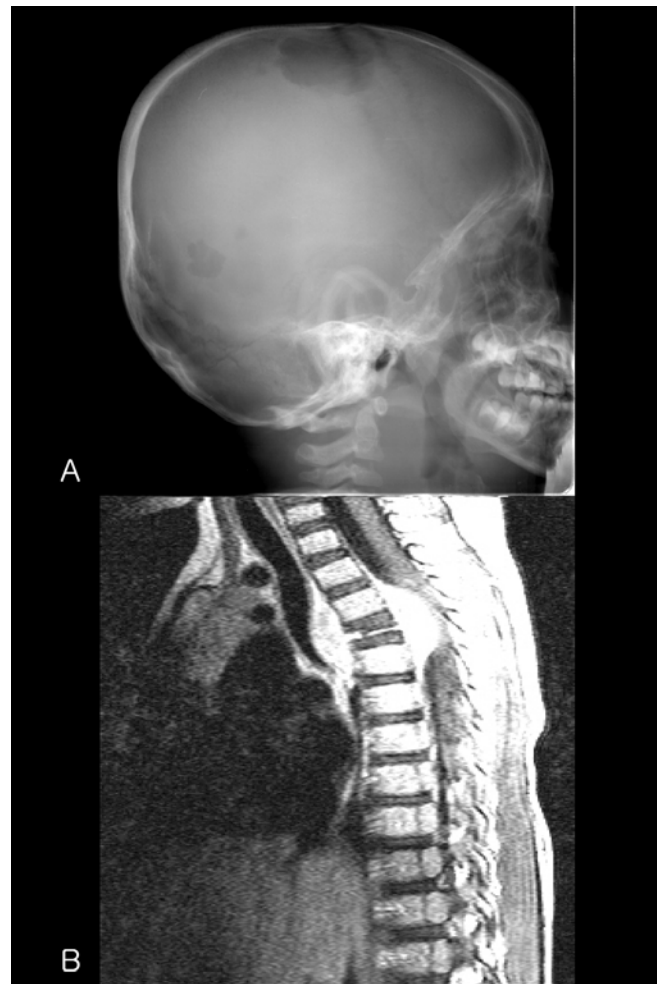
(A) Radiograph of skull of a patient with Langerhans cell histiocytosis showing multiple lytic lesions, (B) Magnetic resonance image showing vertebra plana secondary to involvement of the vertebral body with Langerhans cell histiocytosis.
